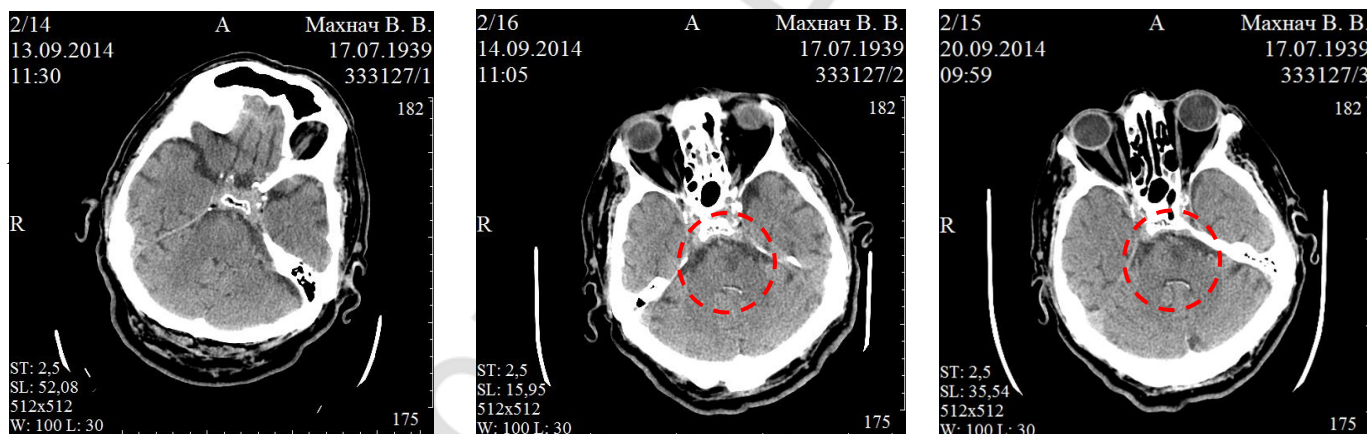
Динамика КТ-картины инсульта в ВББА
